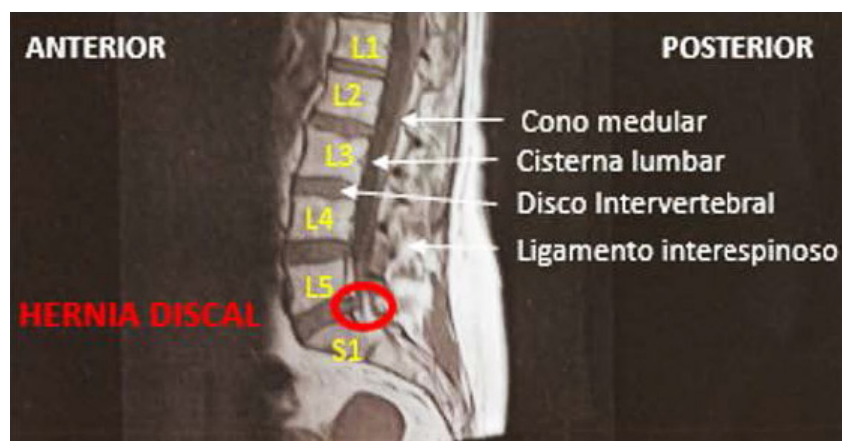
Imagen de resonancia magnética donde se puede apreciar la hernia discal en L5-S1.
